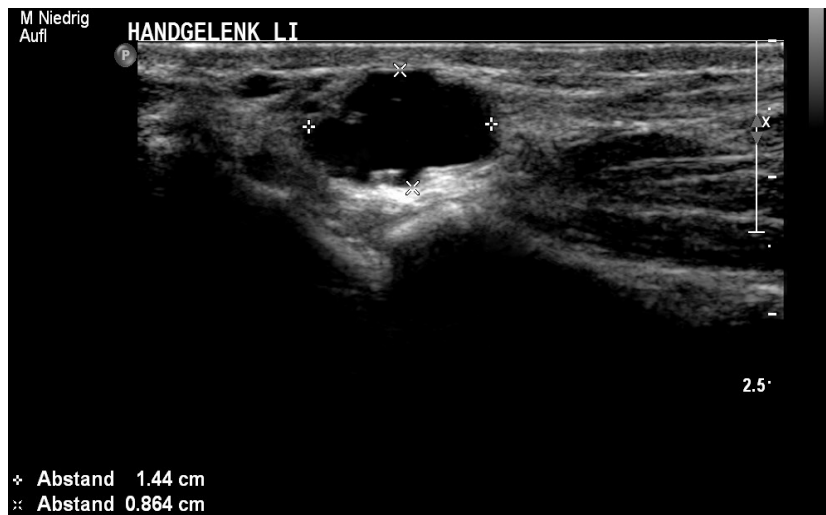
Sonographie eines 1,4 x 0,9 cm Durchmesser haltenden Ganglions am Handgelenk links palmar bei einem 16-jährigen Knaben
